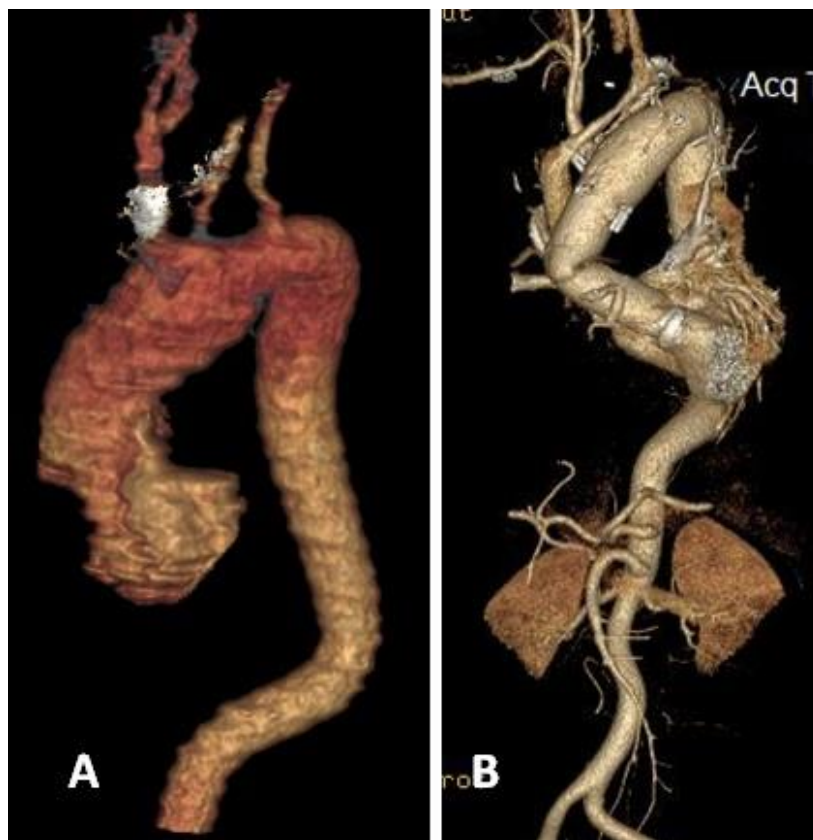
МСКТ-аортография пациентки Г. Расслоение аорты тип А по Стэнфордской классификации: А – трехмерная реконструкция (дооперационная картина); В – трехмерная реконструкция (ранний послеоперационный период). Протезирован корень, восходящий отдел и дуга аорты. Анастомозы состоятельны, расслоения аорты нет
